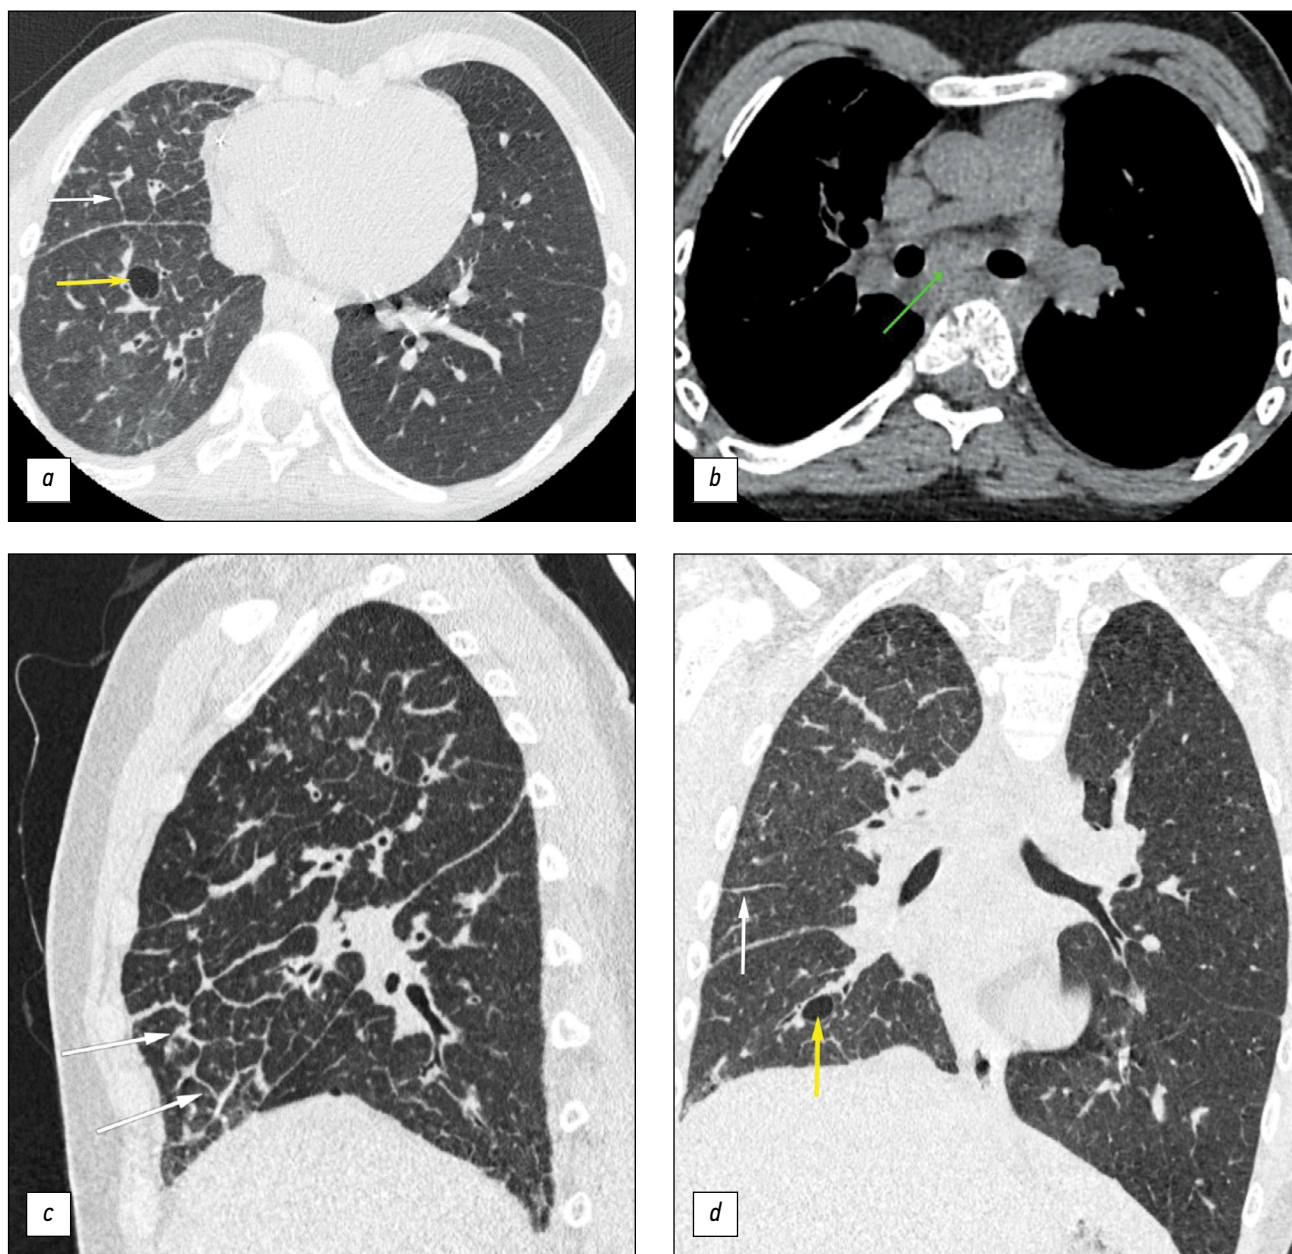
Компьютерные томограммы лёгких: *a, b* — аксиальная плоскость; *c* — сагиттальная плоскость; *d* — корональная плоскость. Правое лёгкое уменьшено в объёме. Белые стрелки — утолщённый междольковый интерстиций; жёлтые стрелки — киста в лёгком; зелёная стрелка — мягкотканый конгломерат гомогенной структуры, плотностью +40 HU в средостении. При выполнении динамического контроля с помощью компьютерной томографии от 2023 года, картина сохранилась без динамики.
